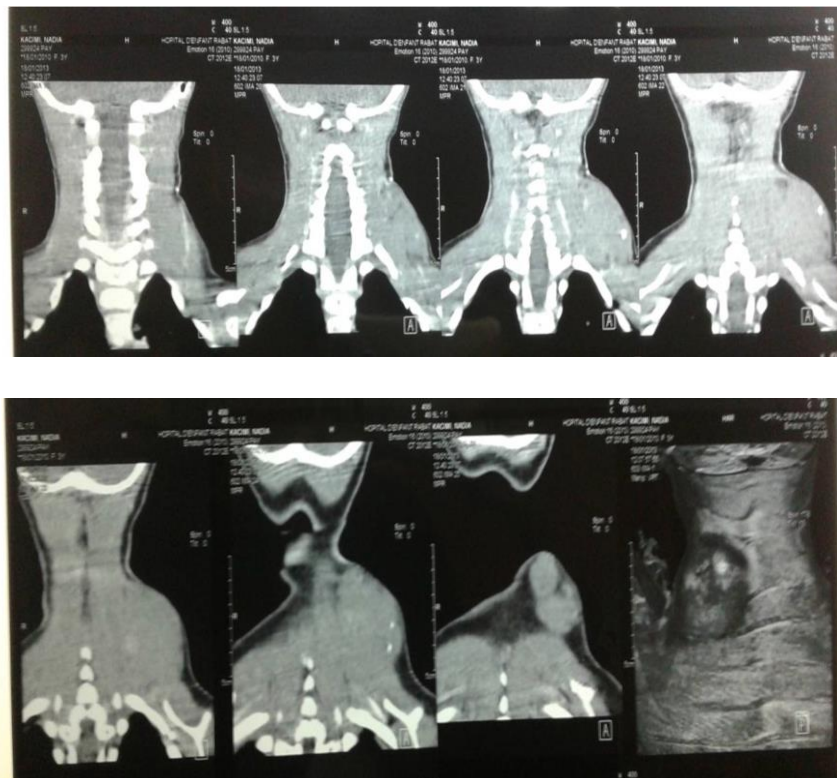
TDM cervicale après injection de PC montrant un aspect en faveur d'un hémolympangiome.
